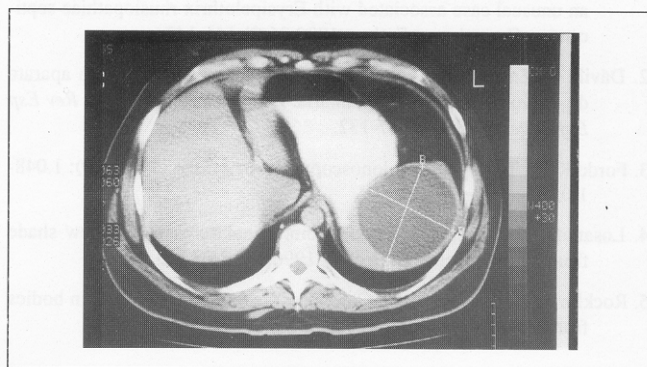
Tomografia computadorizada abdominal. Observa-se formação cística na topografia do baço, comprimindo o fundo gástrico.
